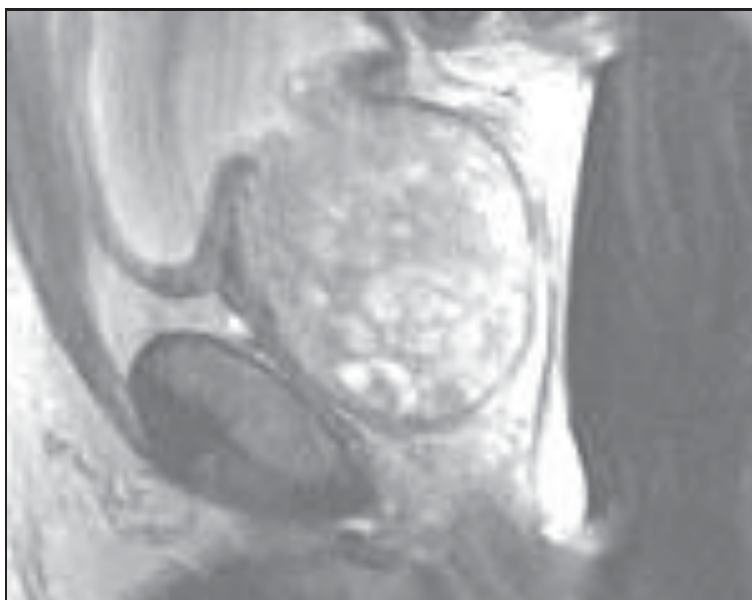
МРТ предстательной железы (срез в сагиттальной плоскости) – увеличение и неоднородность ее структуры
